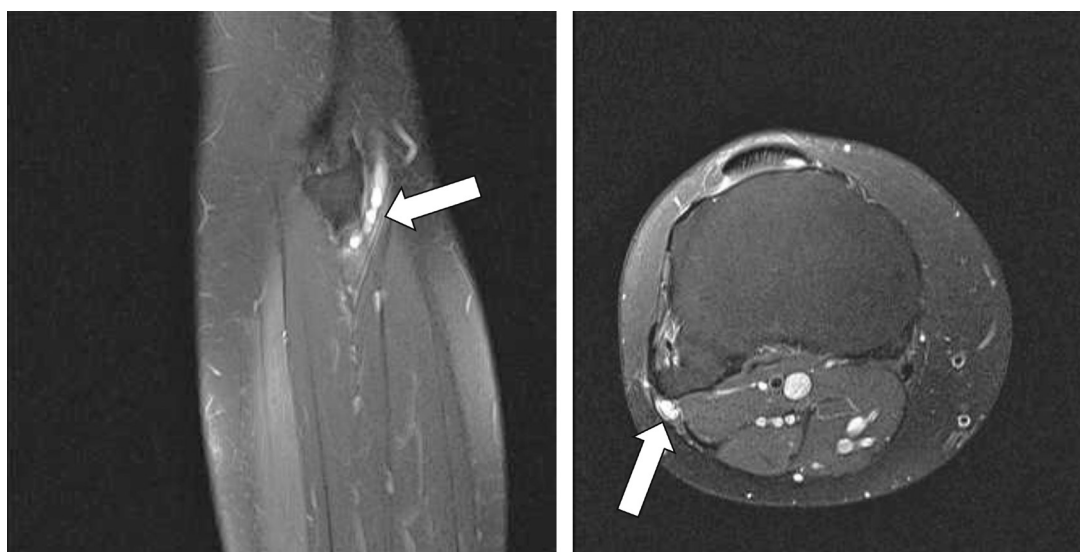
МРТ области правого коленного сустава. Интраневральная киста правого малоберцового нерва
